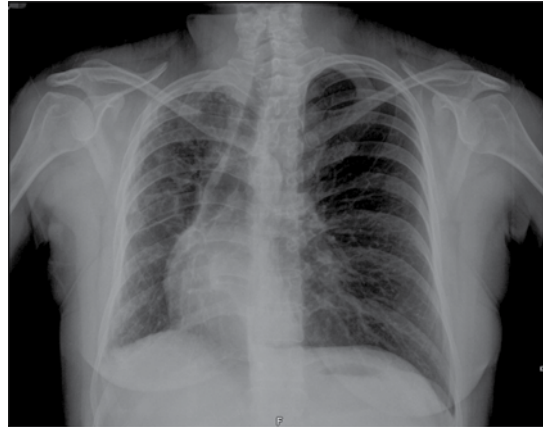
Radiografía de tórax posteroanterior que muestra disminución en el tamaño del hemitórax derecho, con retracción hacia la derecha de las estructuras mediastinales y elevación del hemidiafragma ipsilateral.
